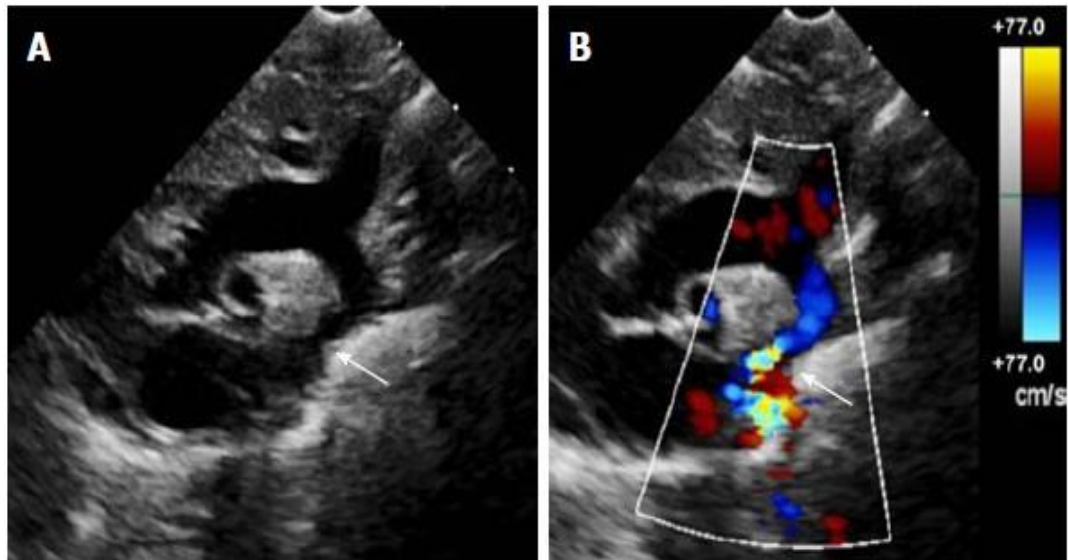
Ecocardiograma de la Coartación de Aorta A: Imagen de ecocardiograma transtorácico bidimensional obtenida desde la escotadura supraesternal coartación discreta (flecha); B: Doppler color de la misma imagen con aliasing del flujo en el sitio de coartación. Fuente: Torok D. et al (2015) Coarctation of the aorta: Management from infancy to adulthood World J Cardiol 2015 November
